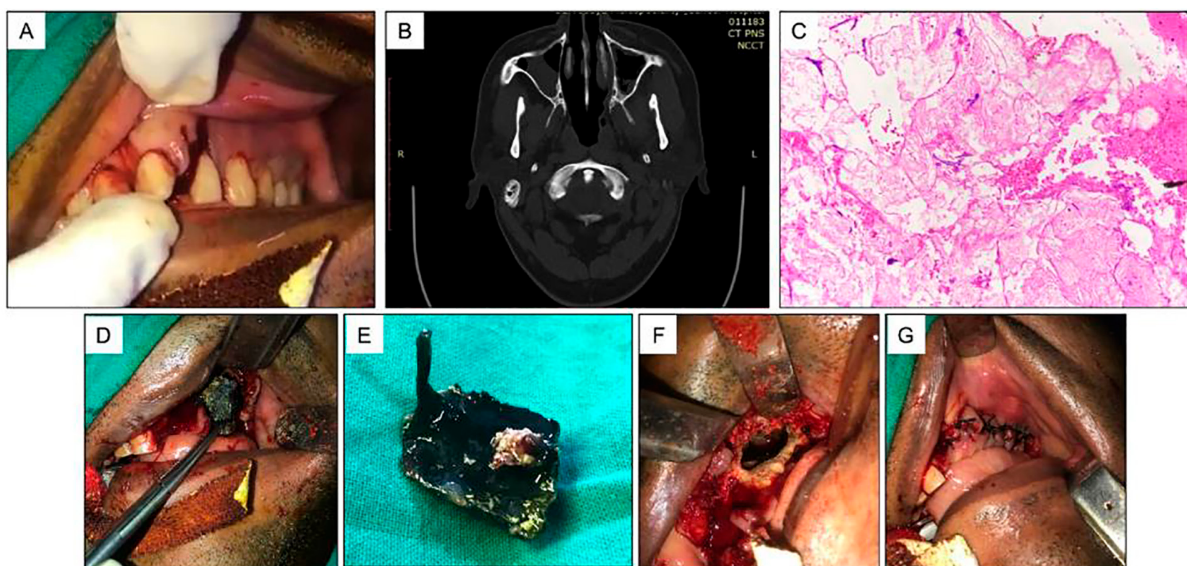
Клиническое представление случая 2: (43/м), мукормикоз, после медиальной максиллэктомии. А. Подвижные зубы в пораженном квадранте. В. КТ: утолщение слизистой правой верхнечелюстной пазухи. С. Окраска Н&Е (10х): казеозный некроз, не септированные грибковые гифы и смешанные воспалительные клетки. D. Характерный «черный струп» на момент операции. Е. Резецированная масса типичного черного цвета. F. Хирургическое поле после резекции. G. Постоперационное изображение
